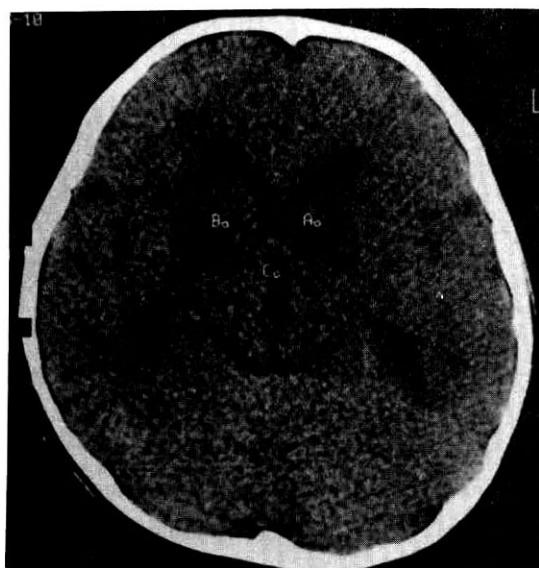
Brain CT shows infarction of the caudate nucleus on the 15th hospital day.
